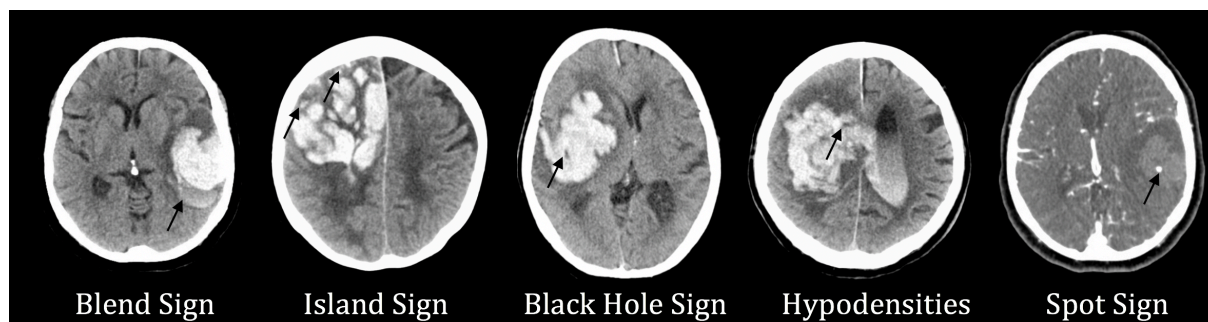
Repräsentative Marker der raschen Hämatomexpansion in der nativen Computertomographie (*Blend Sign*, *Island Sign*, *Black Hole Sign*, *Hypodensities*) und des *Spot Sign* in der computertomographischen Angiographie (CTA). Die schwarzen Pfeile weisen auf das jeweilige radiologisch-diagnostische Kriterium der Marker.
